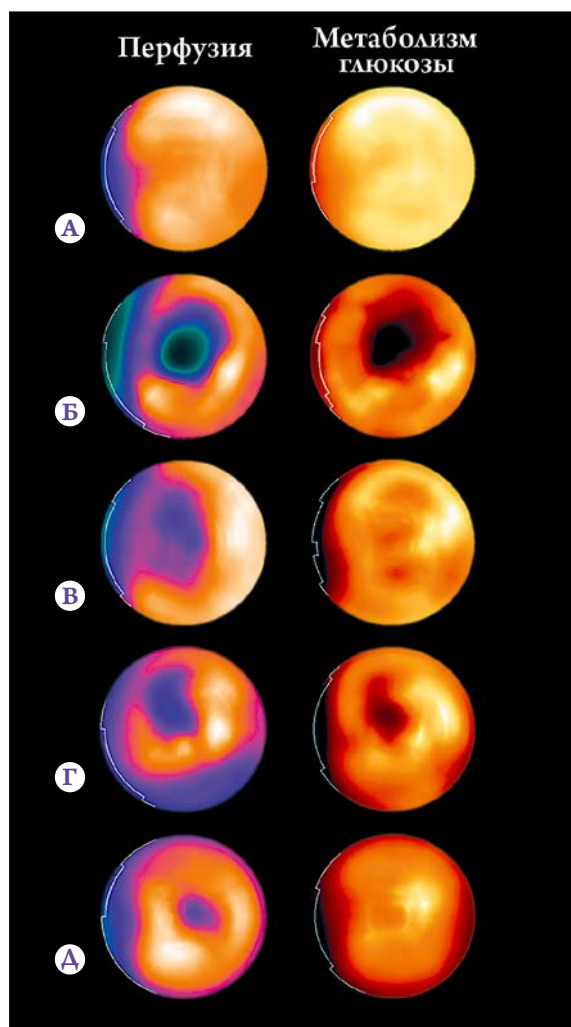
Оценка жизнеспособности миокарда при ПЭТ: наиболее характерные варианты.
